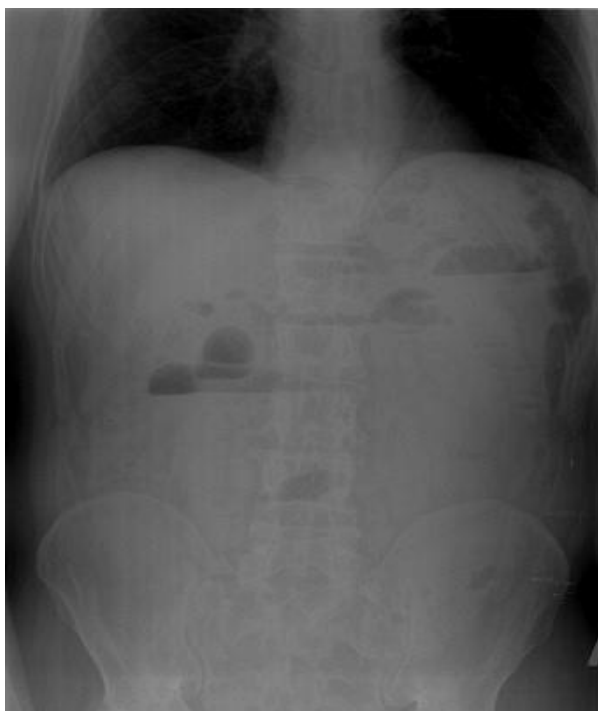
Обзорная рентгенограмма брюшной полости при компенсированной кишечной
